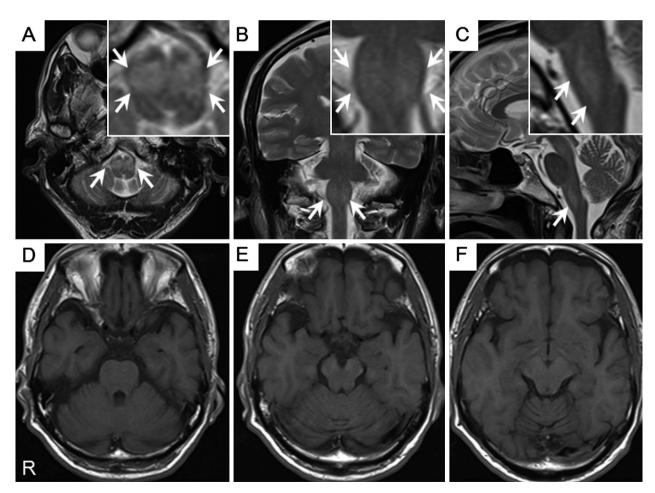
Brain MRI of the patient.
